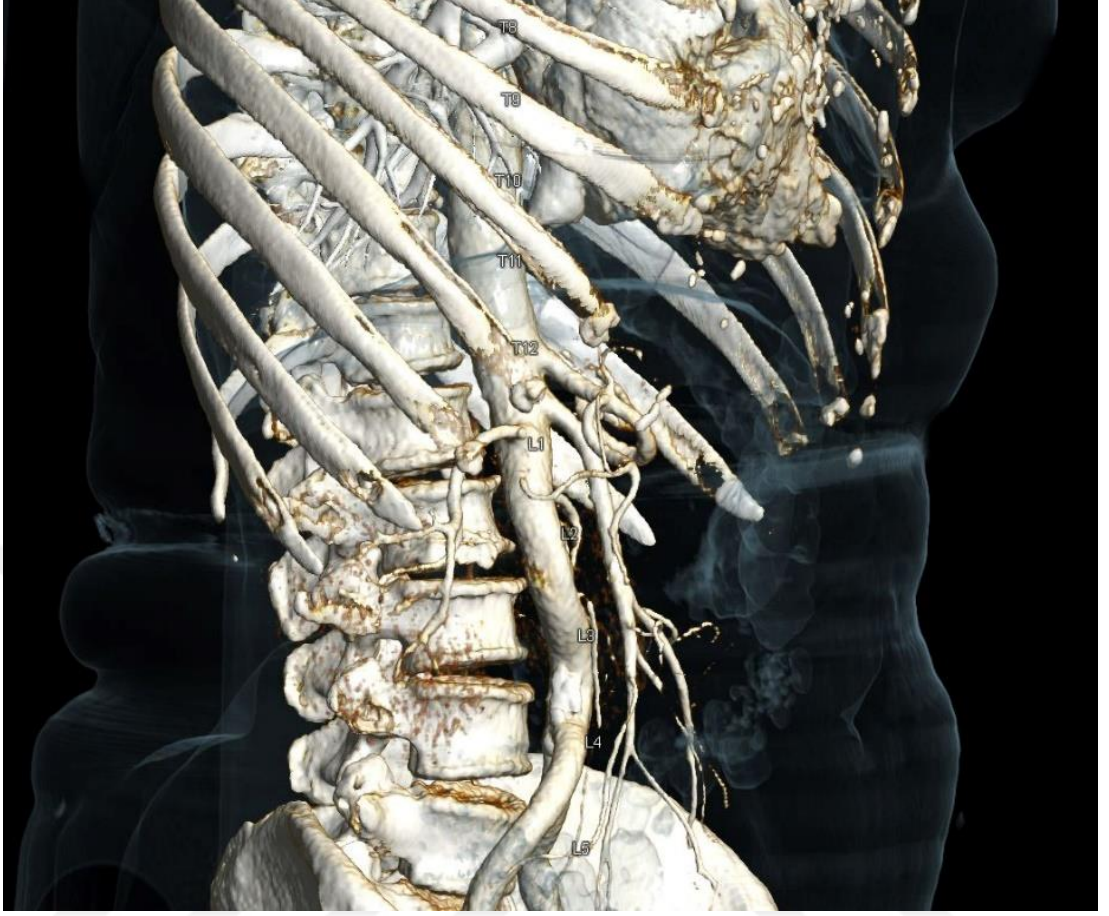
33 yaşında kadın hastada normal TC görüntüsü
